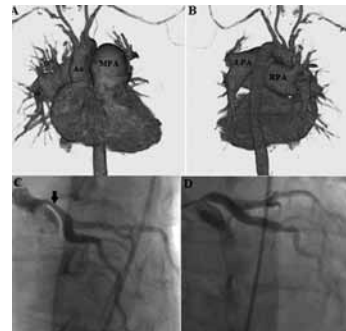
(a, b) Computed tomography images show an aneurysm of the main pulmonary artery and the branch pulmonary arteries (left and right). (c) Coronary angiogram shows compression of the LMCA (black arrow) by the enlarged main pulmonary artery. (d) Postoperative coronary angiogram shows complete relief of the extrinsic compression on LMCA.
